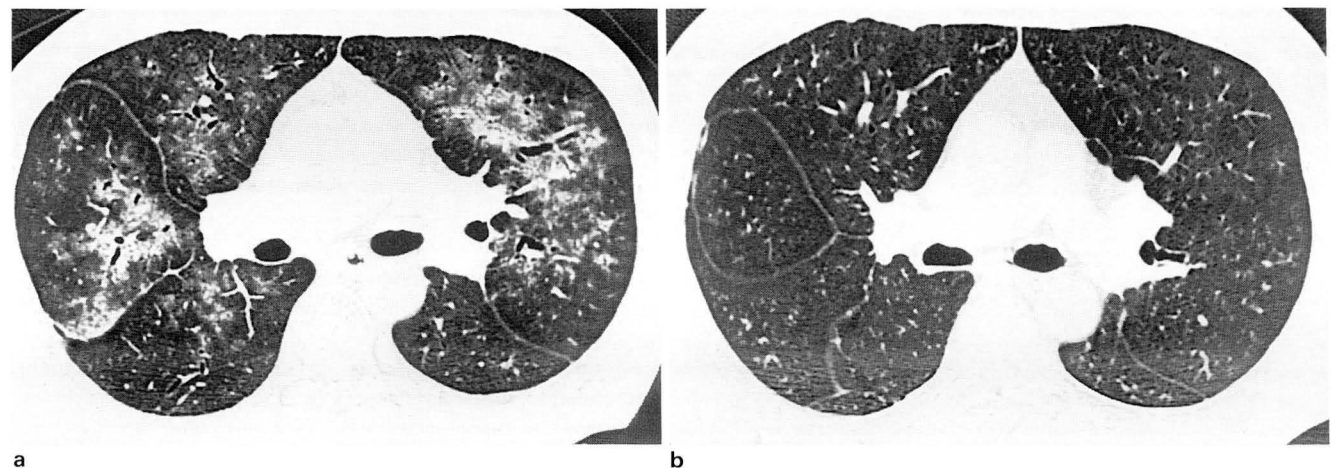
HRCT follow-up in a 44-year-old male patient with subacute hypersensitivity pneumonitis.
